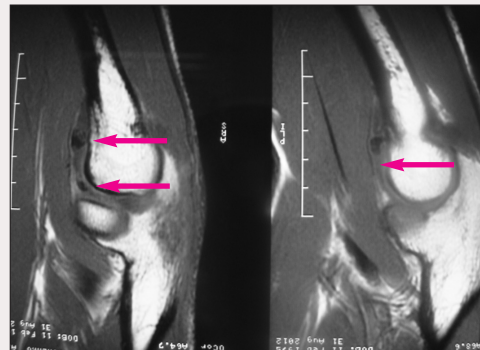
МРТ правого локтевого сустава пациента Ц.: стрелками указаны внутрисуставные тела
